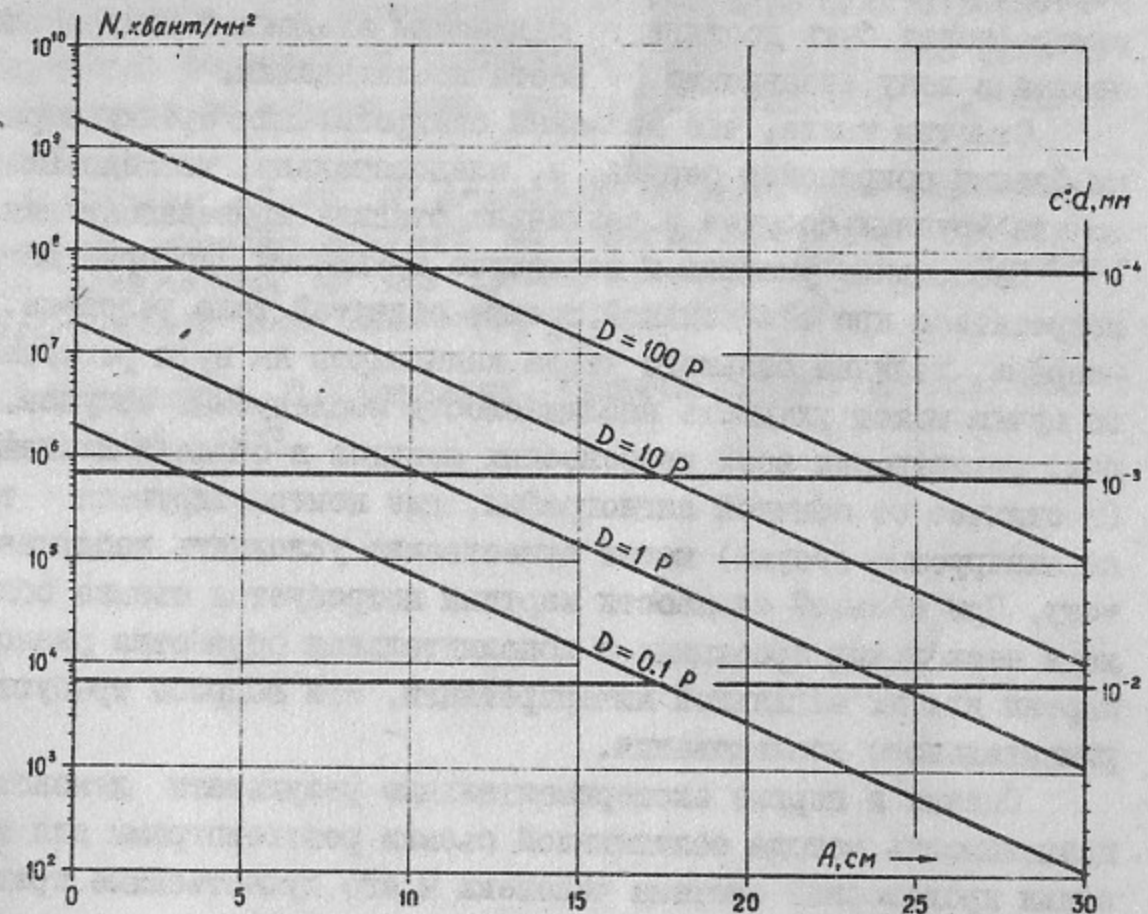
Число квантов N (ось ординат слева) на точку съемки одной рентгенограммы, прошедших через часть тела толщиной A , при различных полных дозах облучения D . Уровни произведения (ось ординат справа) предельно обнаруживаемой концентрации C^* йода на диаметр d исследуемых сосудов.
